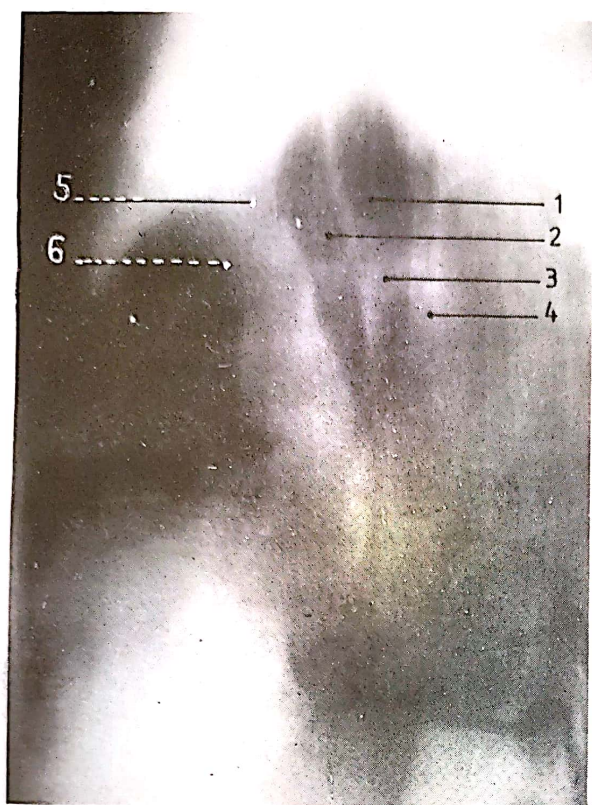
Arcul venei azygos (tomografie în plan sagital): 1, aria supraazygos; 2, trachea; 3, arcul venei azygos; 4, butonul venei azygos; 5, v. brachiocefalica dreapta; 6, v. cava superior la confluența cu vena azygos.
